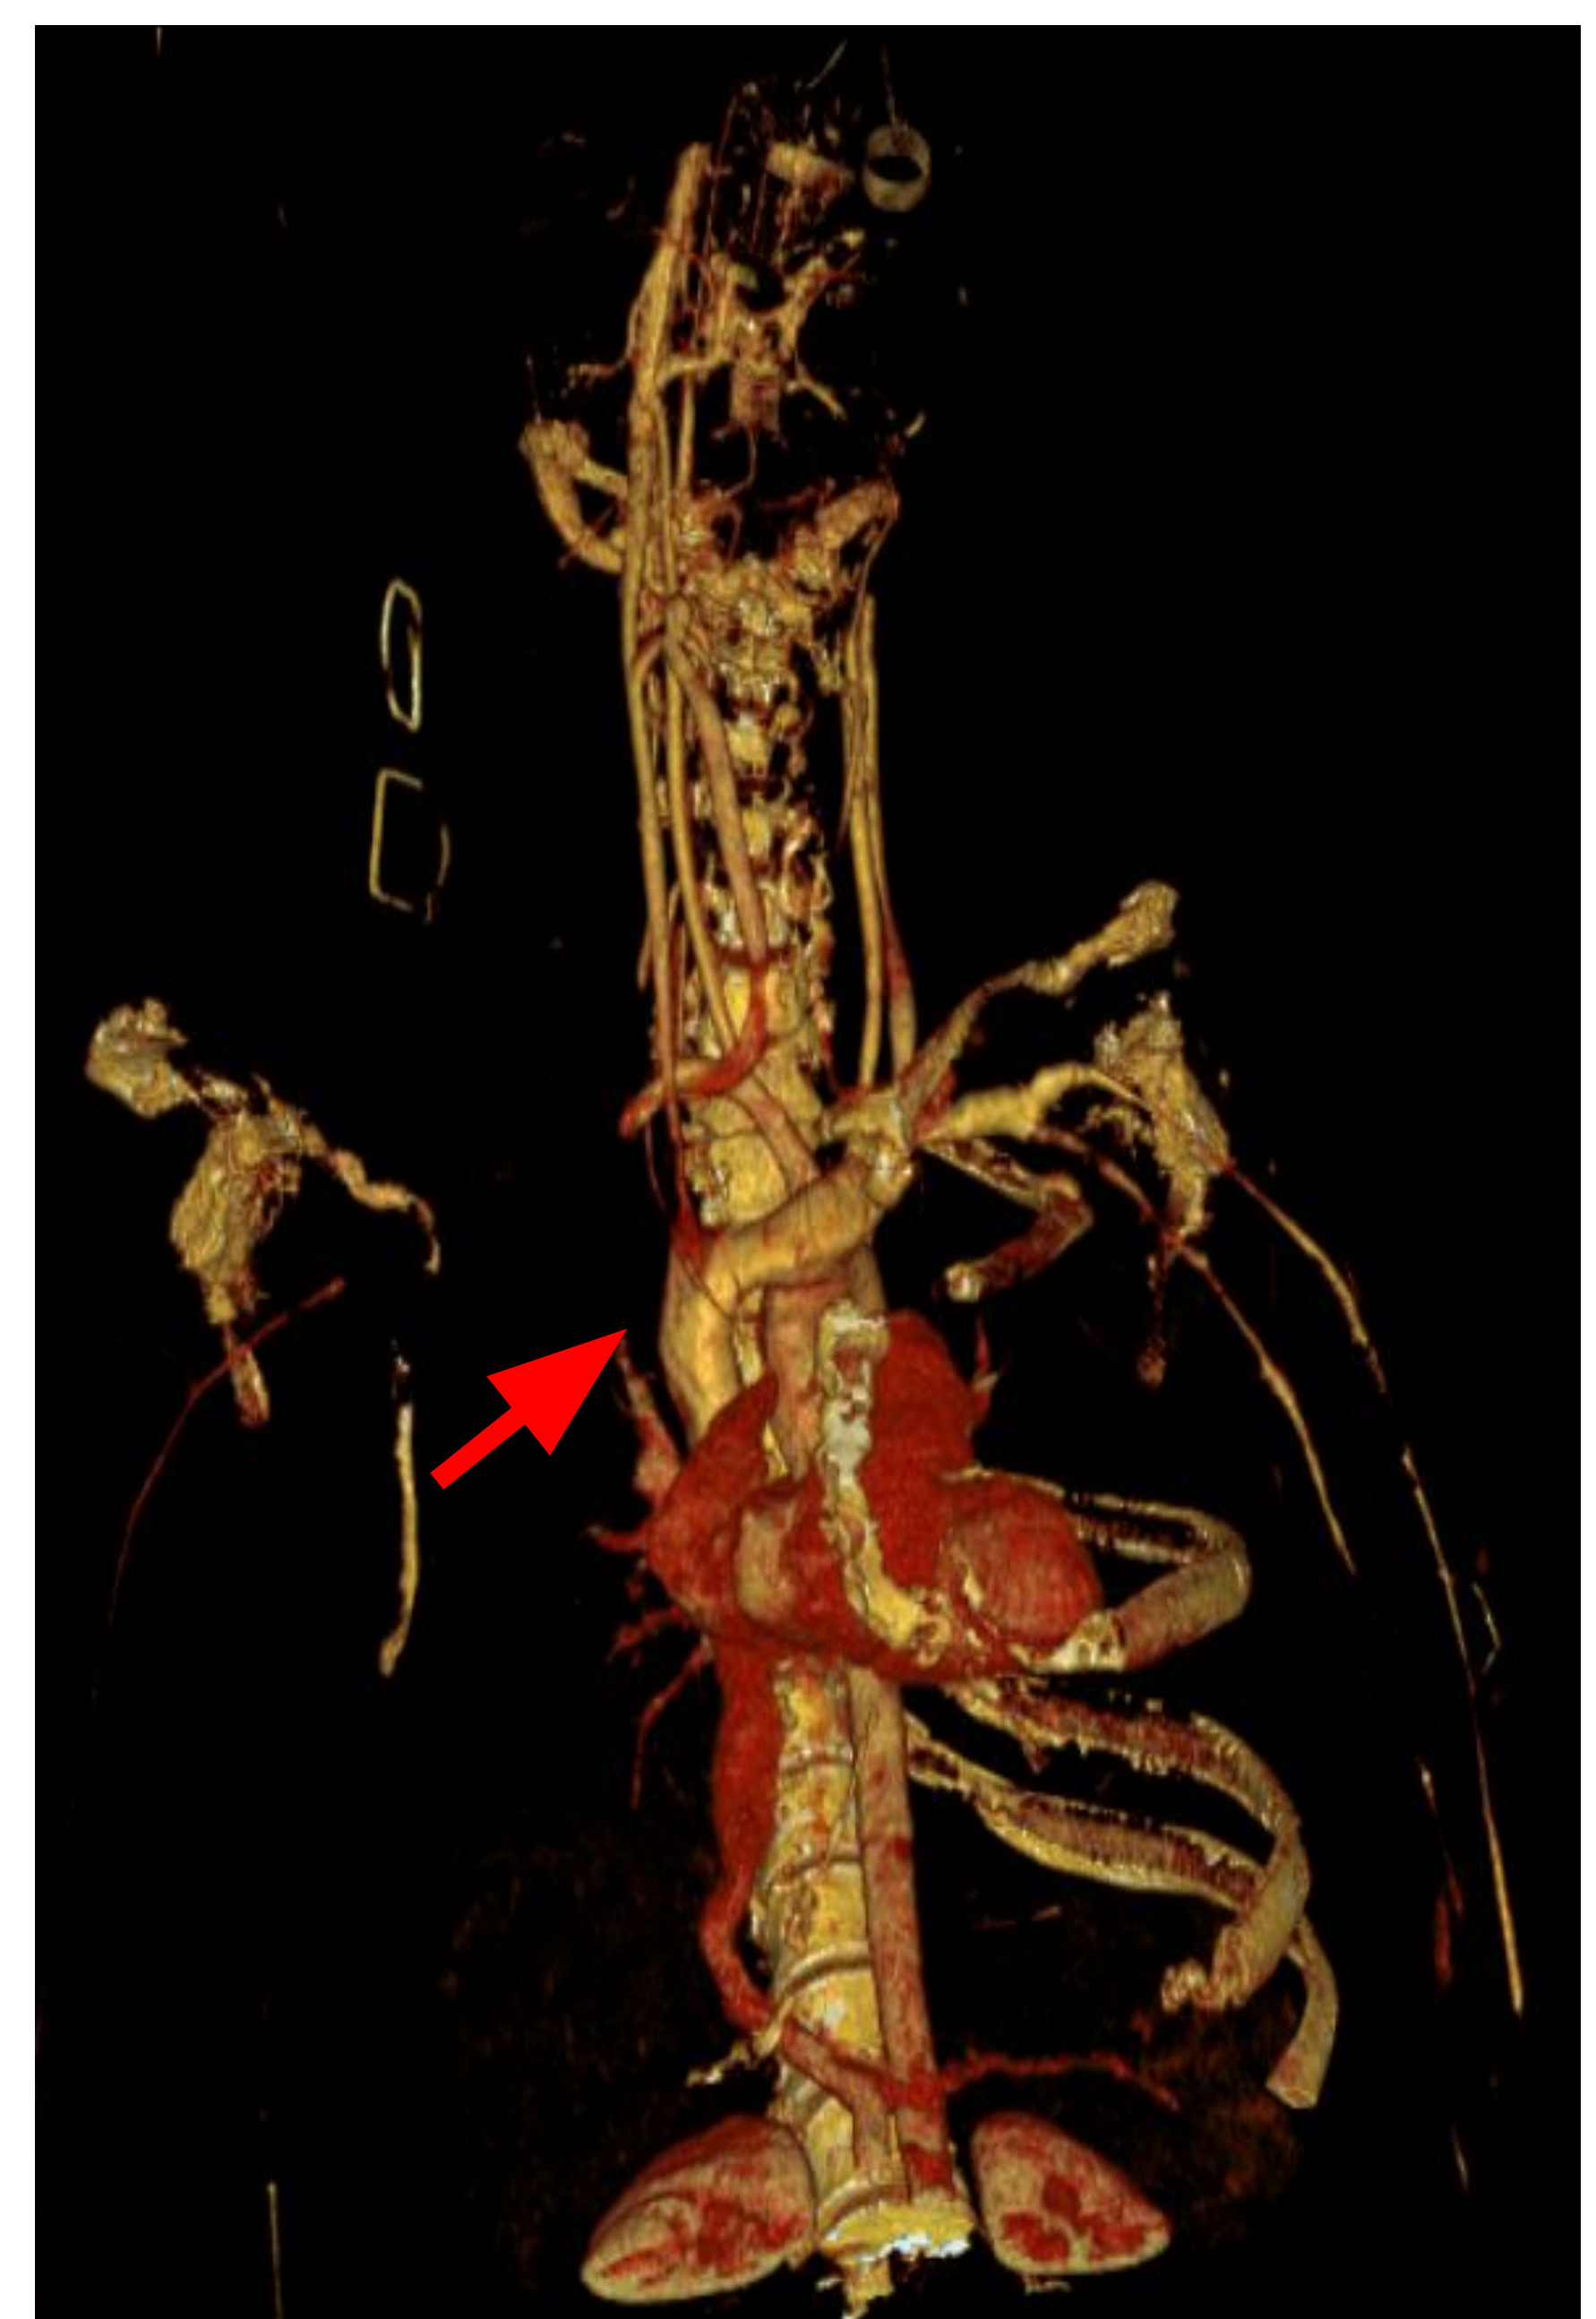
Imagen angio TC: Flecha muestra stop en tronco braquiocefálico derecho
